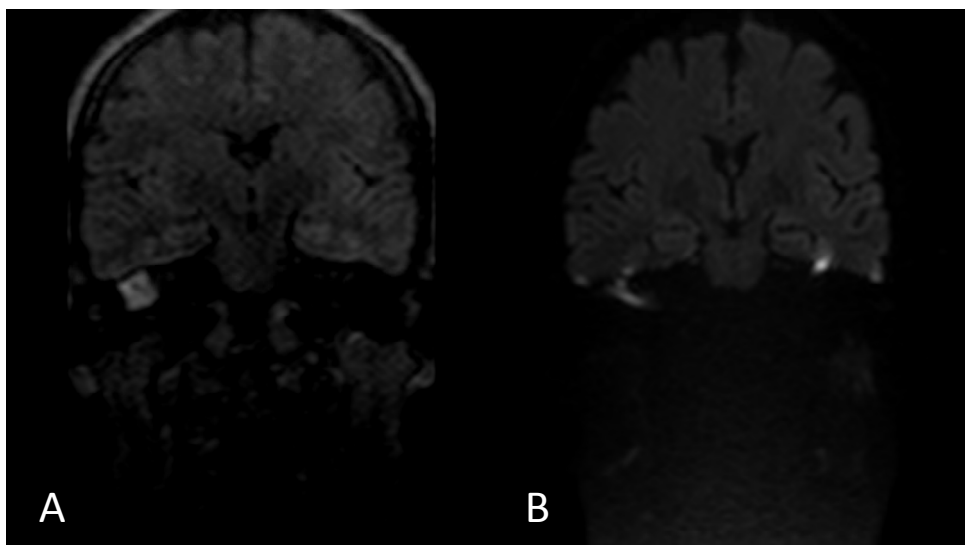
RECIDIVA COLESTEATOMA: DWI A) Msh-TSE: spiccata iperintensità della lesione, B) Ssh-SE-EPI: sottile stria di iperintensità che non ricalca le reali dimensioni della lesione e può essere interpretata in modo errato come artefatto
